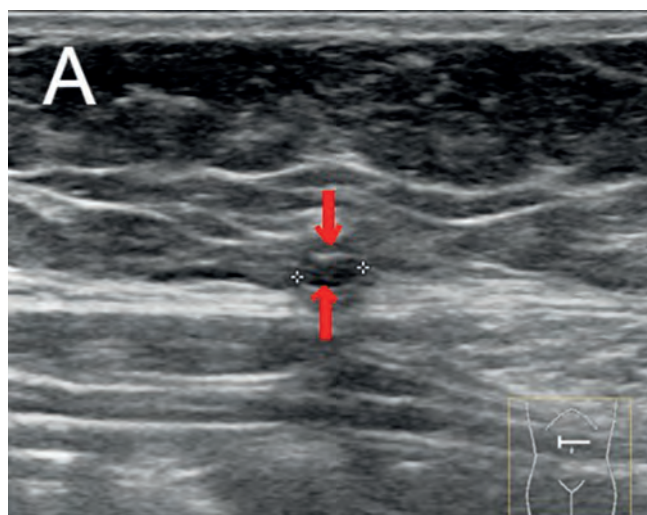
А — поперечное сканирование, Б — продольное сканирование. Ультразвуковая томограмма пациентки М. В мягких тканях передней брюшной стенки и брюшной полости визуализируется трубчатая структура (отмечена красными стрелками) с эффектом реверберации (отмечен синими стрелками)
